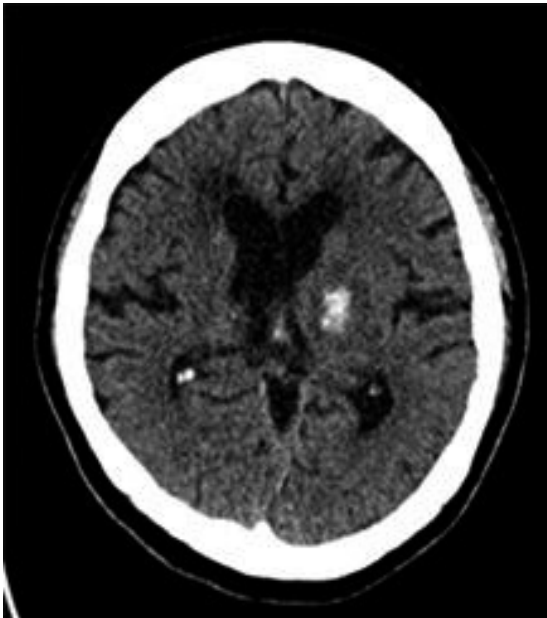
Brain computed tomography
